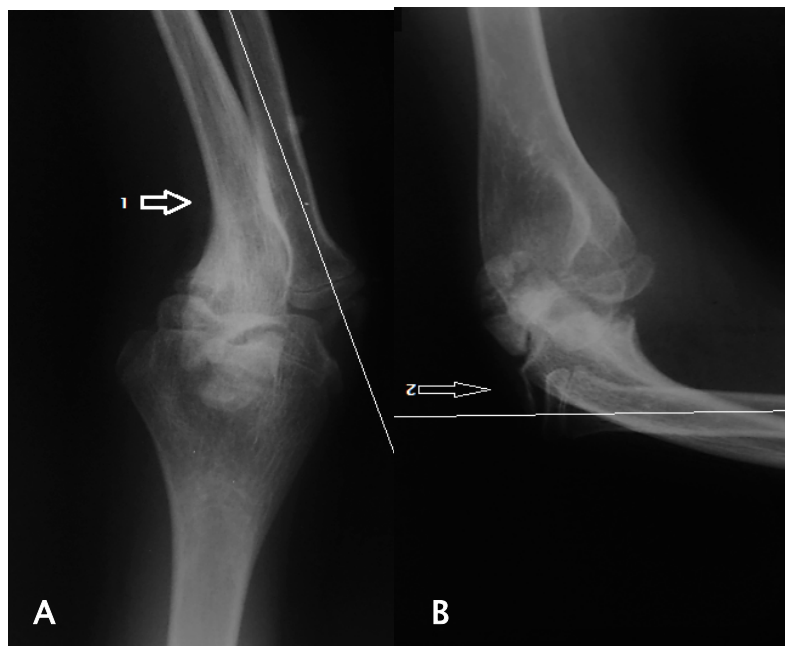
Radiographie du coude de face (A) et profil (B) d'une lésion de Monteggia type II de Bado chez un enfant de 8ans sexe masculin montrant une fracture plastique de la métaphyse ulnaire (flèche 1) associée à une luxation postérieure de la tête radiale (Flèche 2)
